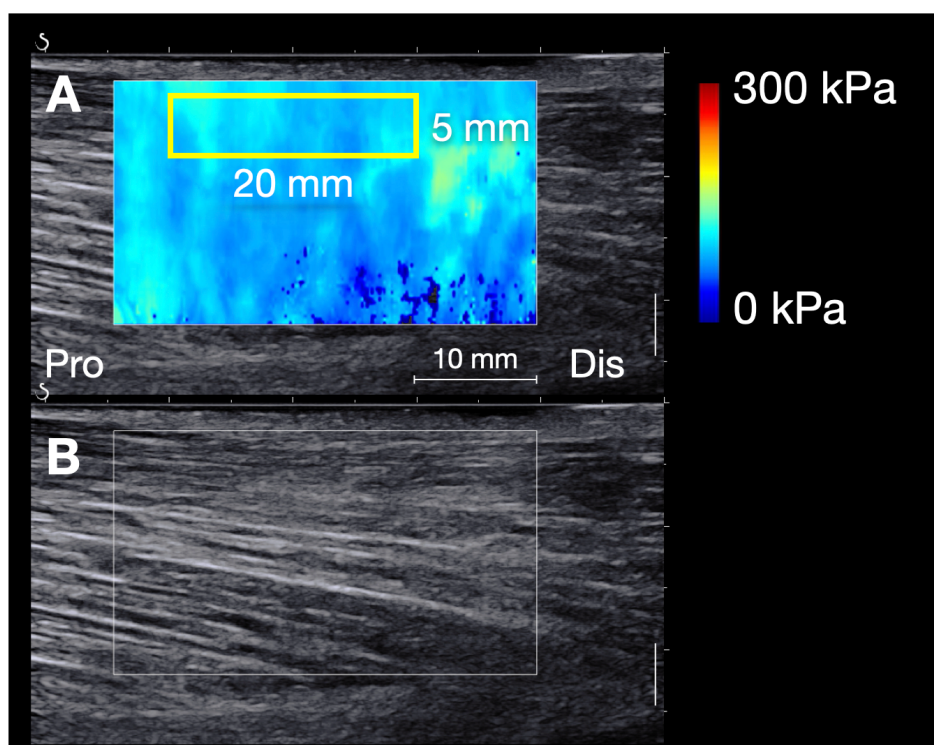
実験 1: 超音波剪断波エラストグラフィで得られた
